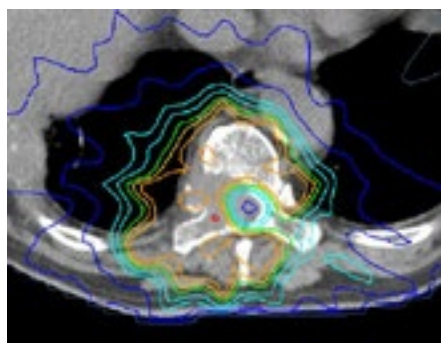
Aksialt Cone-beam CT (CBCT) bilde tatt på strålebehandlingsapparatet. Bildet korresponderer med figur 1b og 1c.
